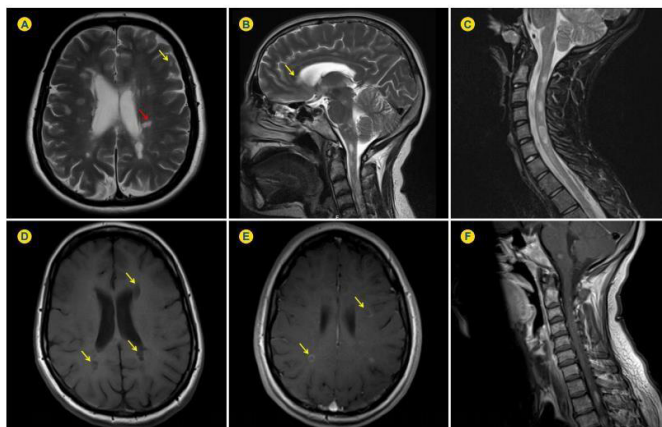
Lesões desmielinizantes características de EM. Imagem A: RM cerebral, lesões desmielinizantes hiperintensas na substância branca justacortical (seta amarela), subcortical e periventricular (seta vermelha). Imagem B: RM cerebral observa-se lesões na substância branca e lesão hiperintensa no corpo caloso (seta). Imagem C: RM vertebromedular cervical ponderadas em T2, observa-se múltiplas lesões hiperintensas na medula espinhal cervical. Imagem D: RM cerebral ponderada em T1 vê-se lesões hipointensas em T1 (setas). Imagem E: RM cerebral ponderada em T1 após administração de gadolínio endovenoso mostra lesões captantes de gadolínio em anel incompleto (setas), que indica ruptura da barreira hematoencefálica por inflamação ativa. Imagem F: RM vertebromedular cervical ponderada em T1 após administração de gadolínio endovenoso, observa-se lesões desmielinizantes captantes de gadolínio da fossa posterior e na medula espinhal torácica (PEIXOTO et al, 2016).
